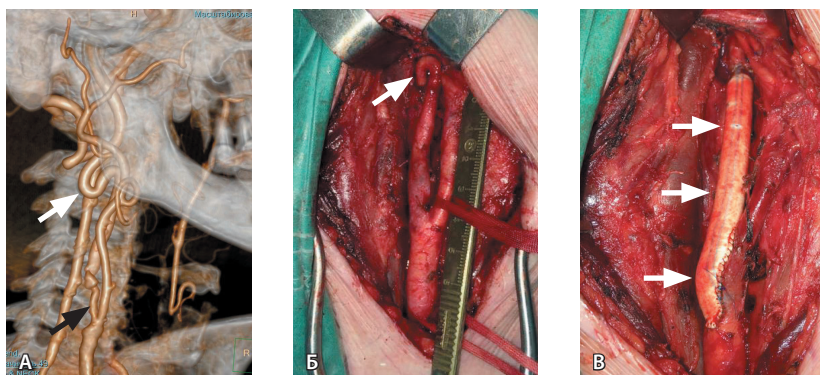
Сопоставление результатов компьютерной томографической (КТ)-ангиографии и интраоперационных данных: А – КТ-ангиография, артериальная фаза, трехмерная реконструкция: стеноз правой внутренней сонной артерии (ВСА) (черная стрелка), S-образная патологическая извитость ВСА (белая стрелка); Б – интраоперационное фото: S-образная патологическая извитость ВСА (стрелка); В – состояние после протезирования правой ВСА (стрелки)
